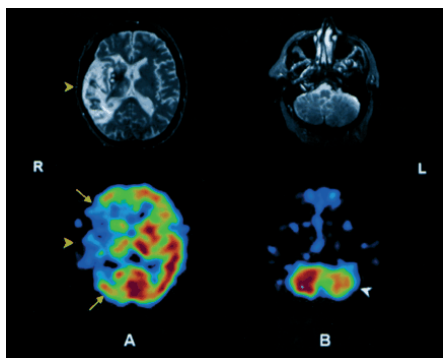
МРТ (исследует структуру) и ОФЭКТ (оценивает функцию) головного мозга пациента с ишемическим инсультом. (А) На ОФЭКТ зона ишемии оказывается шире, чем на МРТ (желтые стрелки); (В) По данным МРТ структура мозжечка не нарушена, однако ОФЭКТ позволяет установить, что функция левого полушария мозжечка нарушена вследствие диашиза (белая стрелка).
